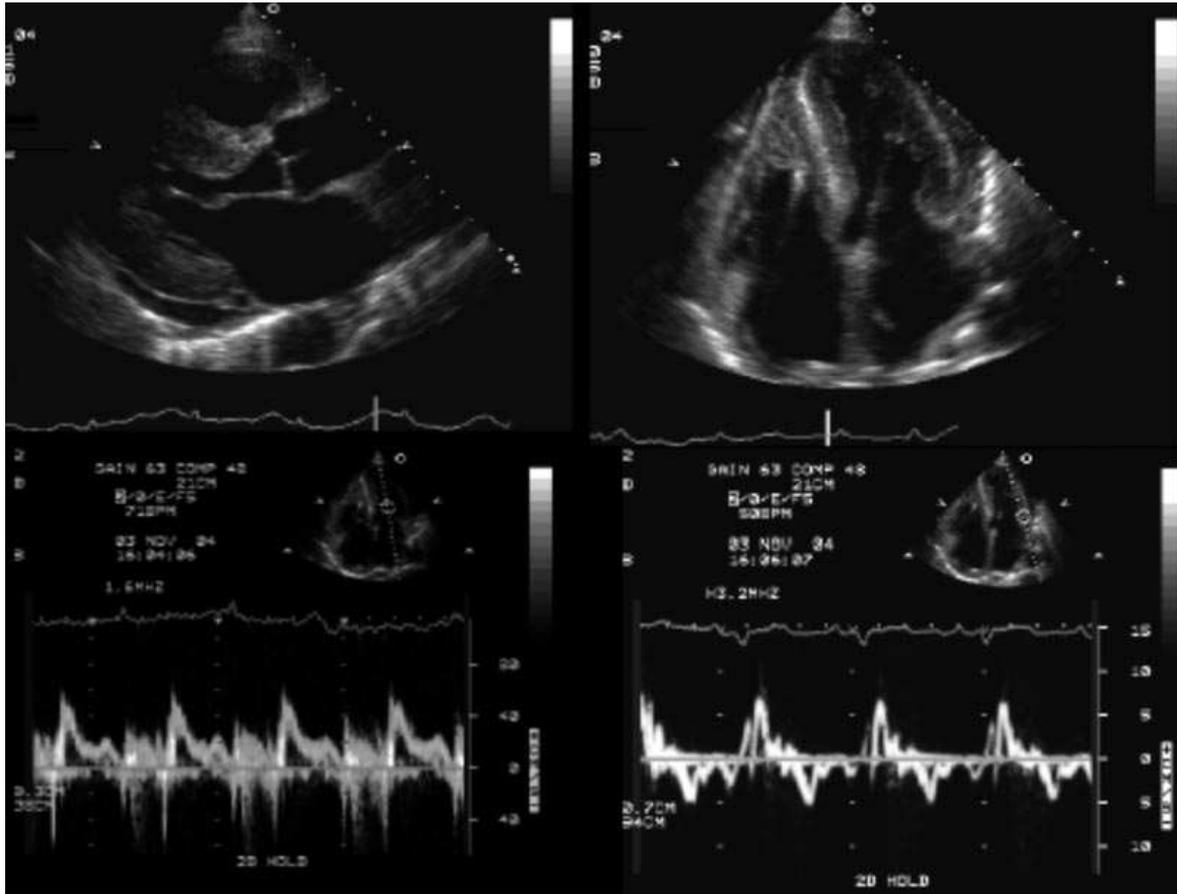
Selecção de imagens ecocardiográficas de um paciente com amiloidose cardíaca AL severa. Superior esquerda, plano paraesternal do longo eixo apresentando espessamento ventricular esquerdo concêntrico com derrame pericárdico. A ecogenicidade do miocárdio está aumentada, e as válvulas estão invulgarmente bem definidas sugerindo infiltração. Superior direito, plano apical das quatro câmaras apresentando dimensões biventriculares normais e dilatação biauricular. O septo auricular está espessado, e um eléctrodo do marcapasso é observado no ventrículo direito. Inferior esquerdo, fluxo Doppler transmitral mostrando o padrão restritivo com um tempo de desaceleração curto e uma velocidade de onda-A reduzida. Inferior direito, Doppler do tecido gravado do anel mitral lateral. Existe uma diminuição da velocidade miocárdica durante a sístole e ambas as fases de diástole, compatíveis com a patofisiologia restritiva. [Adaptado de: Falk (2005)]
